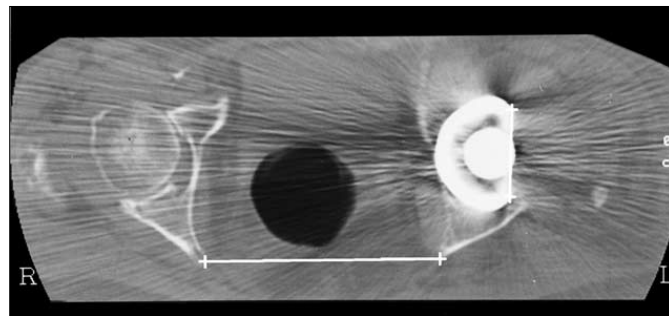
Bestimmung der Anteversion mittels Computertomographie – Beispiel für eine leichte Retroversion der Hüftpfanne (Quelle: Nachdruck aus Veröffentlichung [116] mit Genehmigung von Elsevier)
